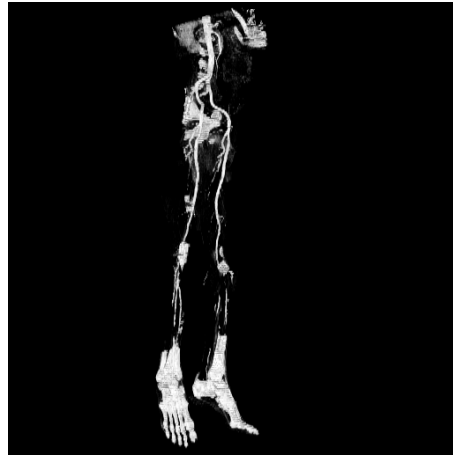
MR-Angiogramm Abb. 3-9 3-D-CT-Angiogramm
